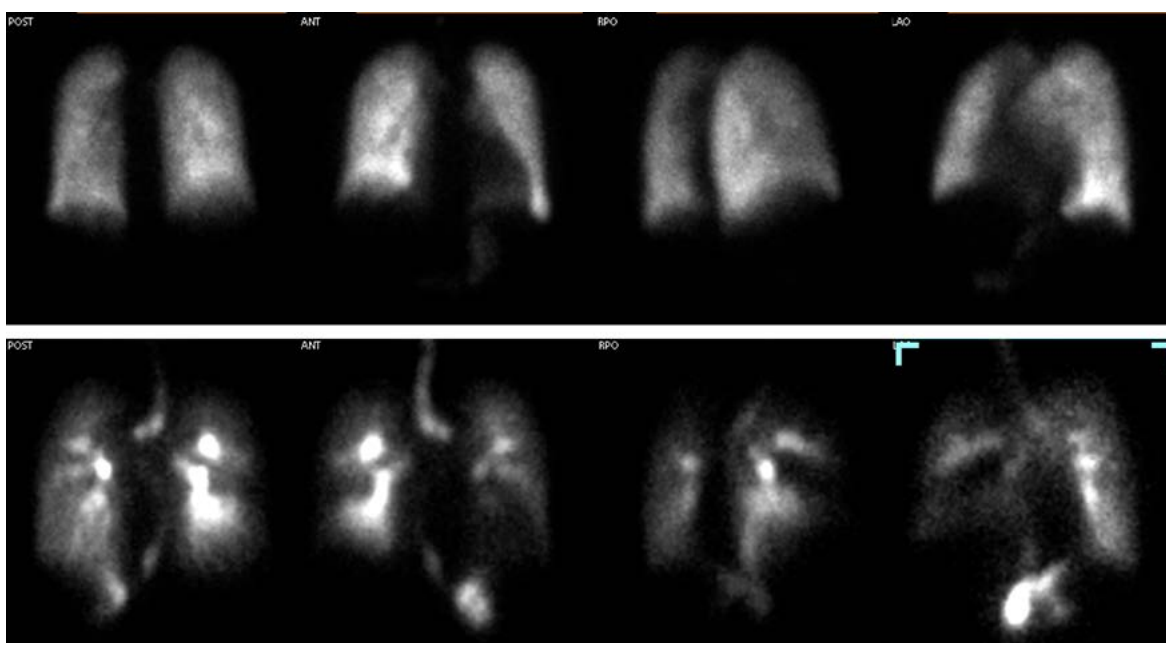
Результат перфузионной и вентиляционной сцинтиграфии легких у пациентки с ХОБЛ.
